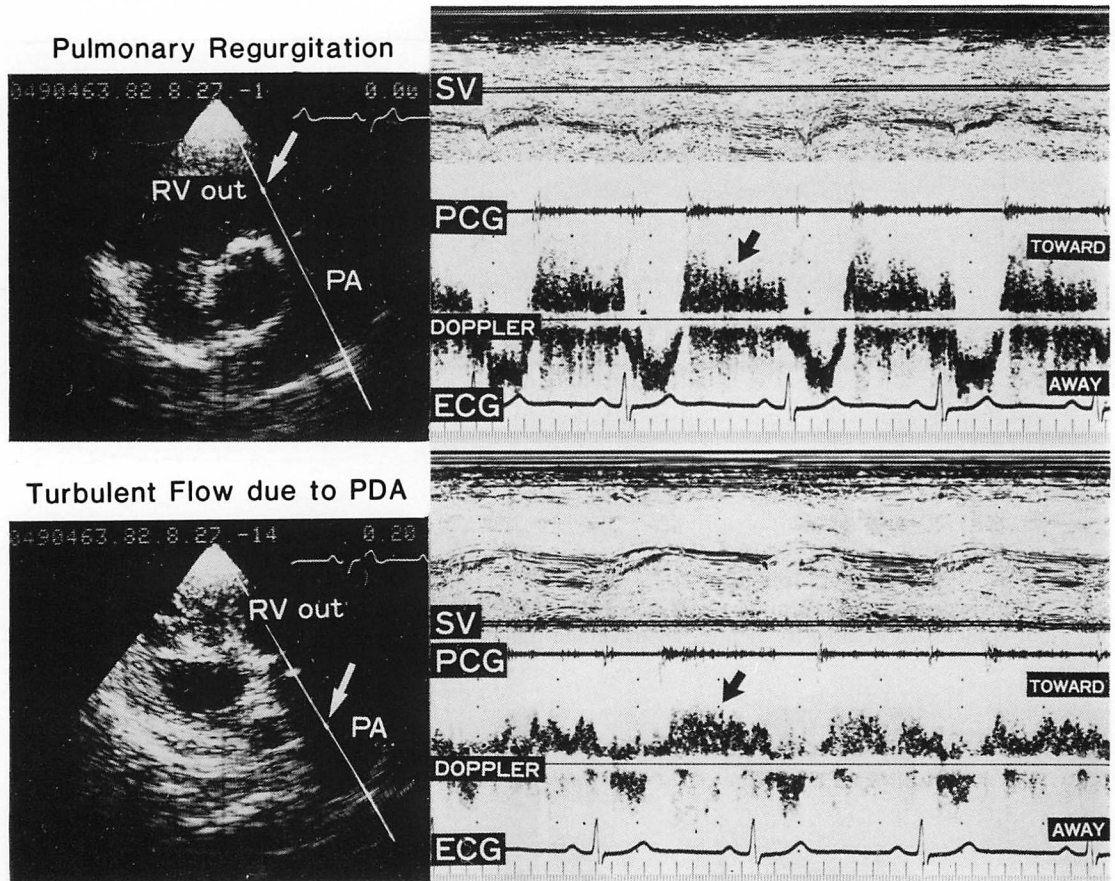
Pulsed Doppler echocardiograms (Case 2).
